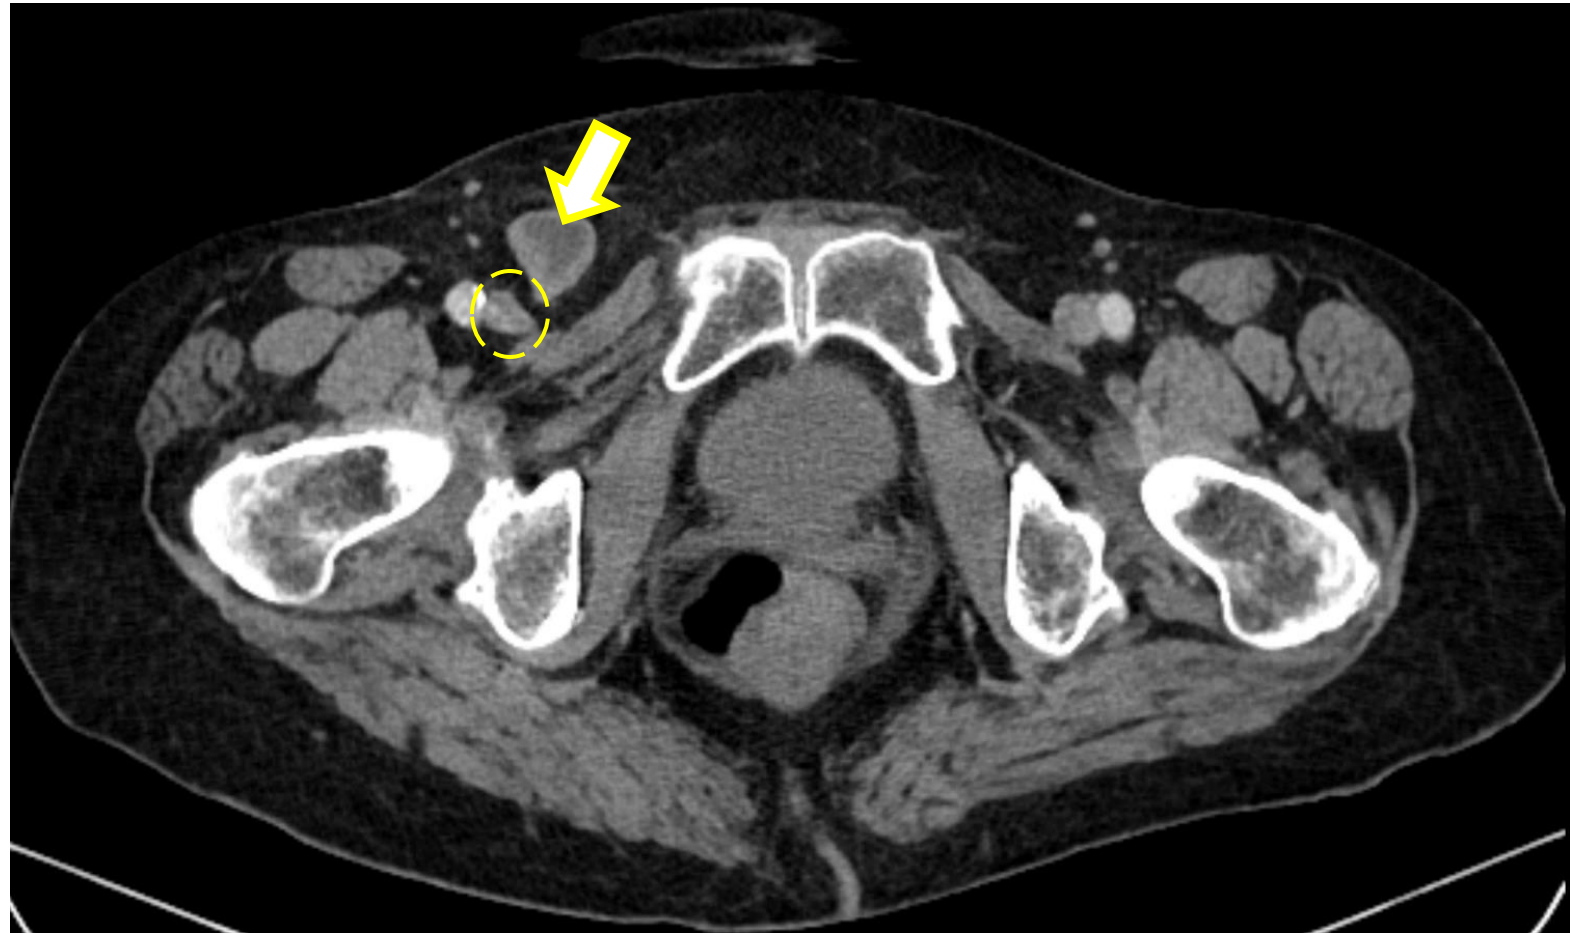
TC axial con CIV. Hernia crural derecha con asa intestinal en su interior (flecha amarilla). Se observa como signo indirecto la compresión de la vena femoral común derecha (circulo amarillo).
